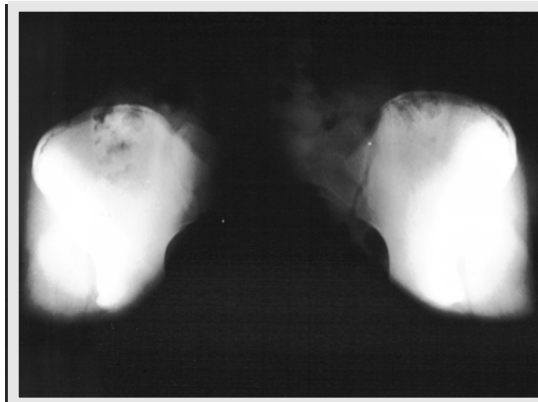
Radiografia (usando foco de luz) dois meses após a avulsão.
